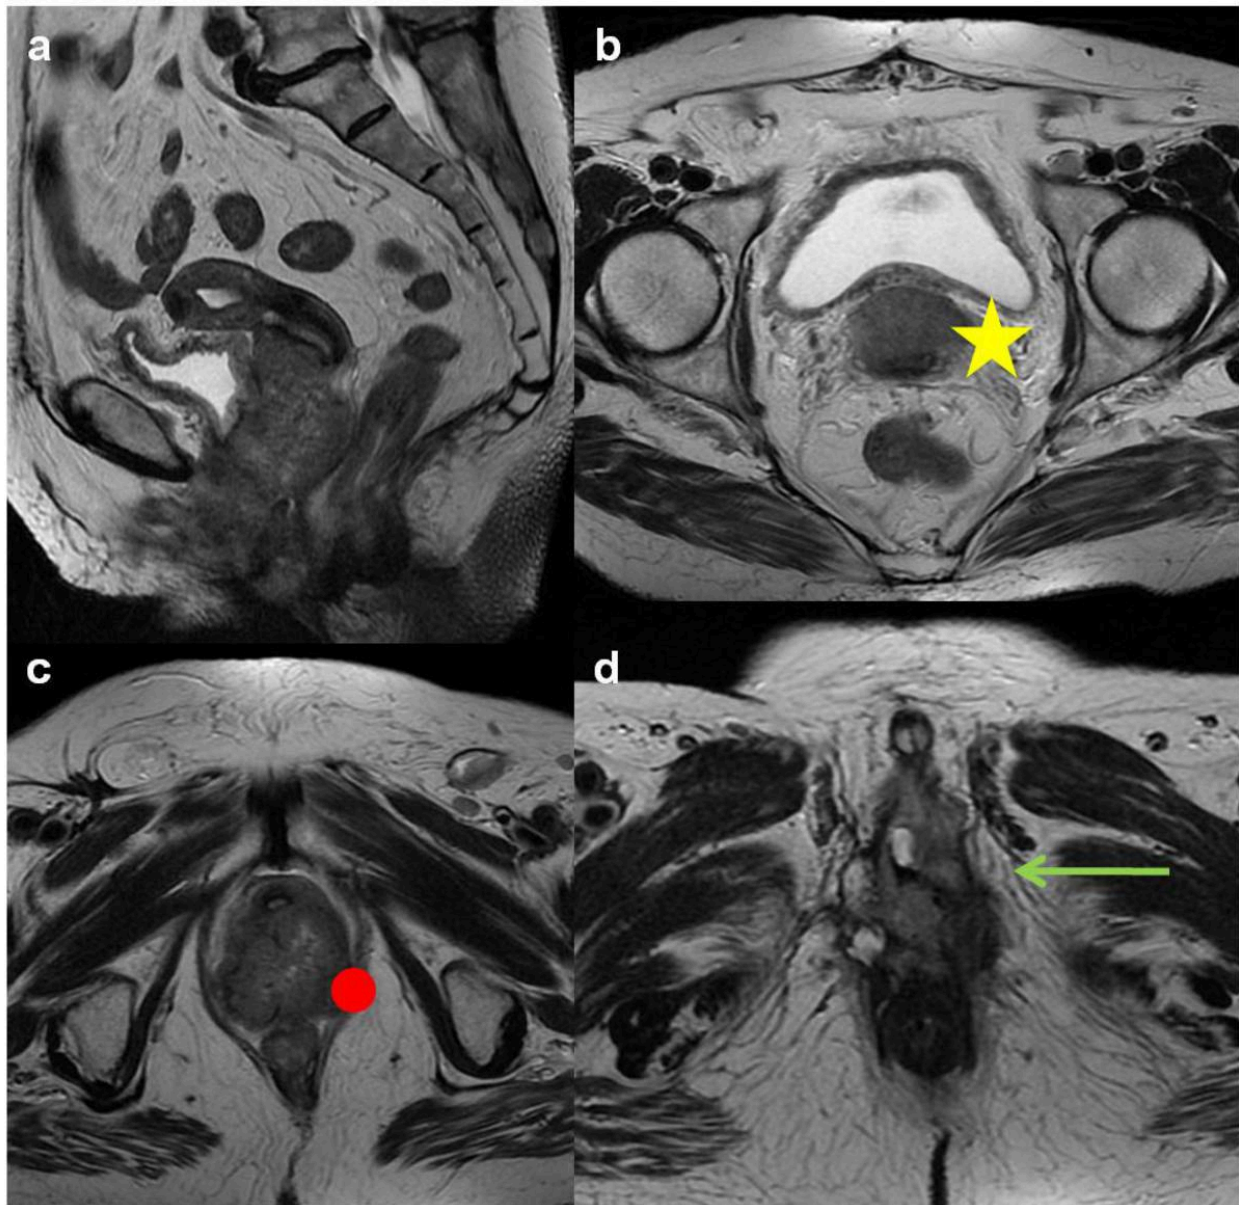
Mujer de 80 años con diagnóstico y tratamiento previos de cáncer de vulva en la que se sospecha progresión de la enfermedad. Imágenes de RM sagital potenciada en T2-FSE (a), y axiales potenciadas en T2-FSE a nivel del cérvix (b), vagina (c) y vulva (d). Se observa una voluminosa masa sólida que se extiende por la cara anterior del cérvix uterino (estrella amarilla), invade a la vagina en toda su extensión (círculo rojo) y en la vulva tiene una morfología multilobulada infiltrando ambos labios menores, introito vaginal, clítoris y horquilla vulvar. Correspondería a un estadio IV por RM.
